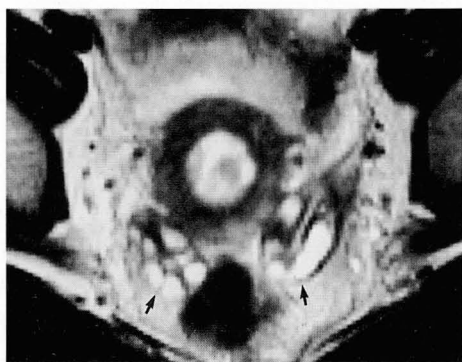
Axial SE(TR=4700, TE=128) MR image shows slightly enlarged both ovaries with multiple, small peripheral high signal intensity cysts and abundant low signal intensity central stroma(arrows).
